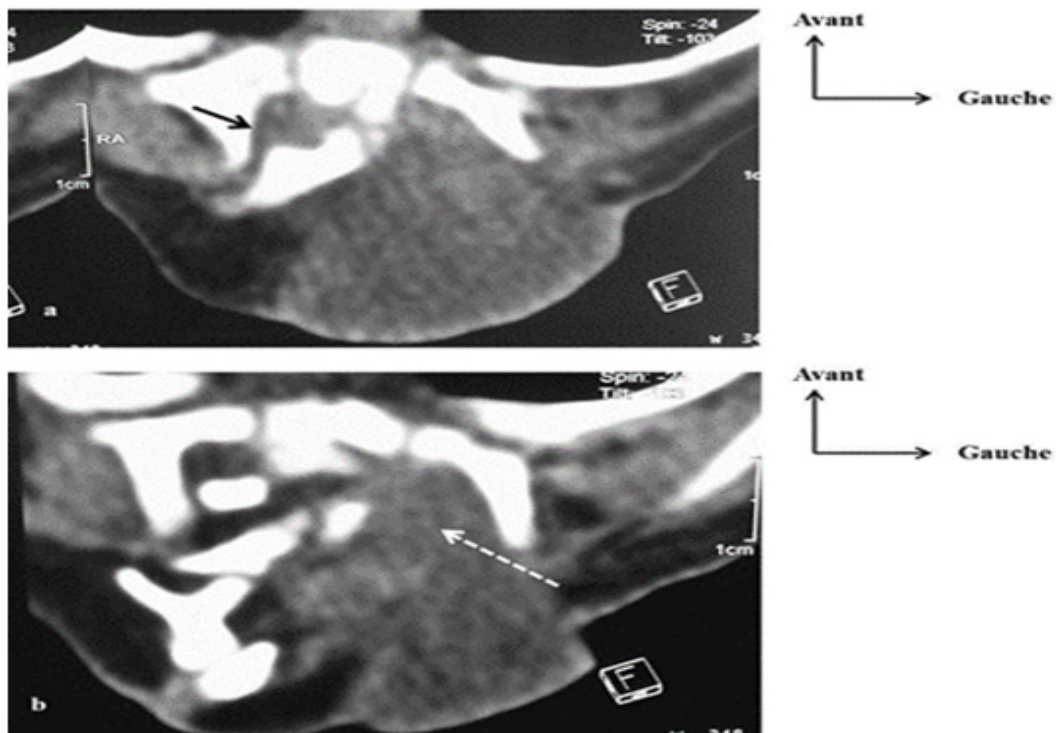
TDM en coupes axiales en fenêtre parenchymateuse montrant un double canal rachidien ou diastématomyélie: en a, le canal rachidien droit (flèche pleine); en b le canal rachidien gauche (flèche discontinue)
